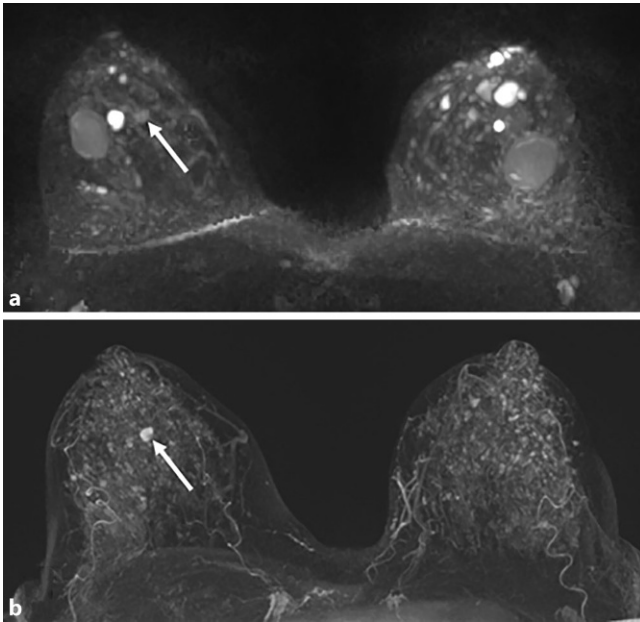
▲ Aufnahmen einer 48-jährigen Patientin mit mammographisch dichter Brust ACR Typ D, die sich aufgrund zahlreicher unklarer Befunde (komplizierte Zysten vs. solide Herdbefunde) einer MRT der Mamma unterzog. a Maximum Intensitätsprojektion (MIP) der Diffusionsbildgebung (DWI) bei $b = 800 \text{ s/mm}^2$. b MIP einer frühen kontrastmittelverstärkten Subtraktion. Der Fall demonstriert 2 Nachteile der DWI im Vergleich zur kontrastmittelverstärkten Bildgebung: eine oft geringere Sichtbarkeit maligner Herdbefunde (*weißer Pfeil*; hier invasiv lobuläres Karzinom rechts vom luminal A Typ T1b N0 M0) und falsch-positive Befunde durch komplizierte Zysten (hyperintense Herdbefunde bds.). Selbst unter Zuhilfenahme von T2w-Aufnahmen kann die Beurteilung dadurch stark erschwert werden: In diesem Fall war der Tumorbefund rechts lediglich durch die kontrastmittelverstärkte Darstellung detektiert worden und konnte auch auf den Originalaufnahmen (nicht dargestellt) nur retrospektiv zugeordnet werden
